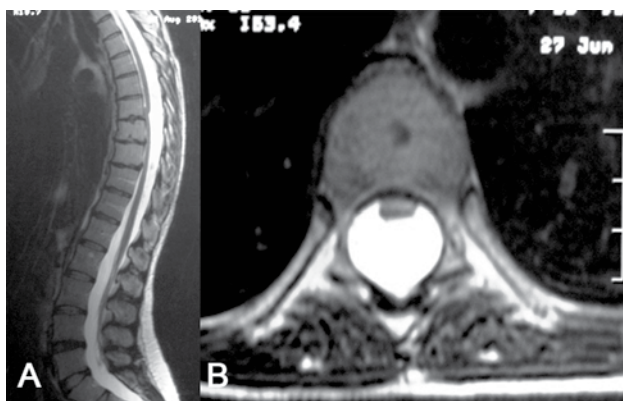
(A y B) Imagen de RM. Nótese la hernia medular en la cara anterior del conducto raquídeo.
